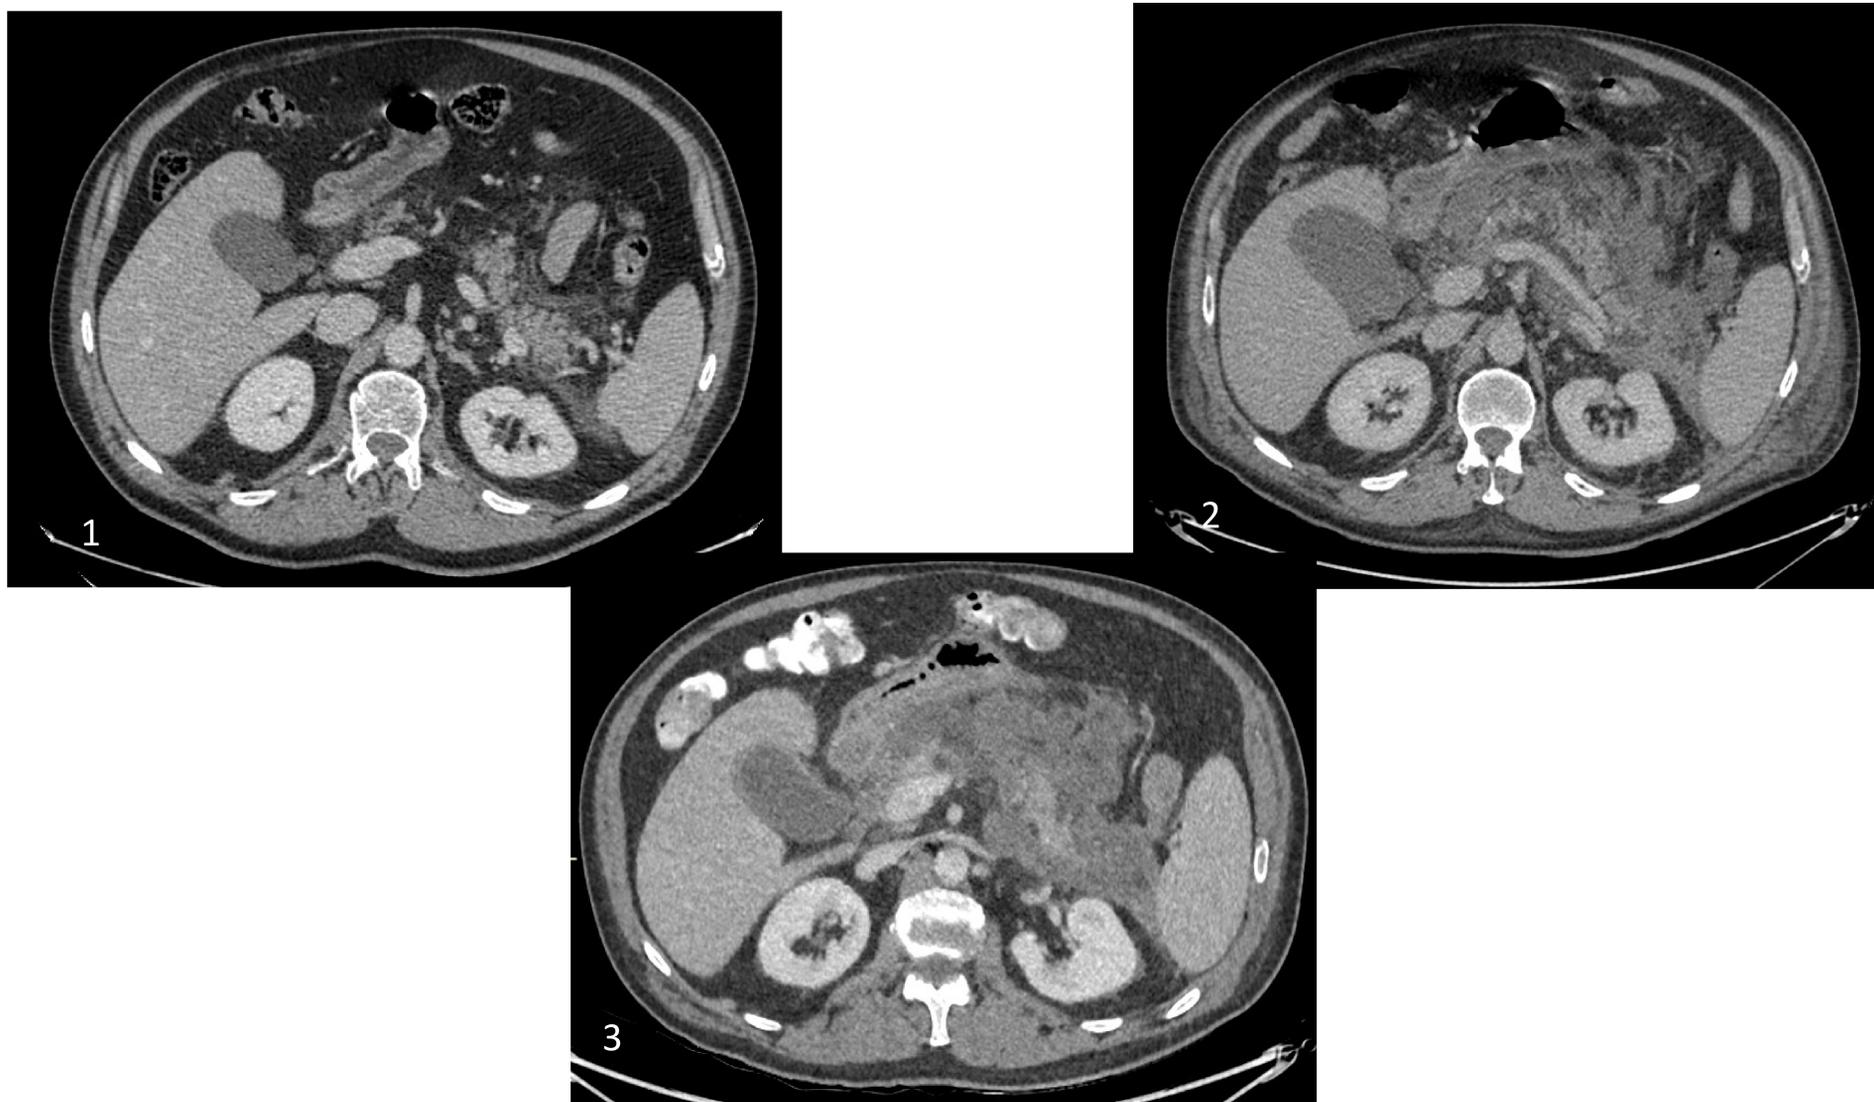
TC abdominopélvico bifásico. Evolución de pancreatitis aguda. En la imagen 1 se observa el páncreas de contornos desdibujados, con realce homogéneo y abundante líquido libre peripancreático, sugestivo de pancreatitis aguda edematosa. En la imagen 2 realizada una semana más tarde, se objetiva un empeoramiento radiológico con líquido libre rodeando a toda la glándula que se extiende por el espacio pararenal anterior izquierdo, ambas gotieras paracólicas y pelvis, sin identificar colecciones. Por último, en la 3º imagen realizada 3 semanas después, se aprecia necrosis de los tejidos peripancreáticos, a modo de colección parcialmente encapsulada, con nódulos mal definidos en la celdilla pancreática, secundario a necrosis.
